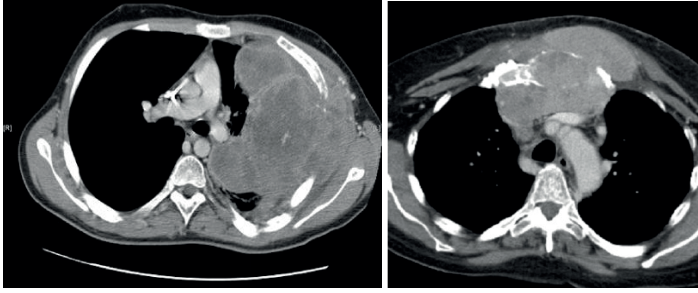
Osteosarkom toraks BT görüntüleri
